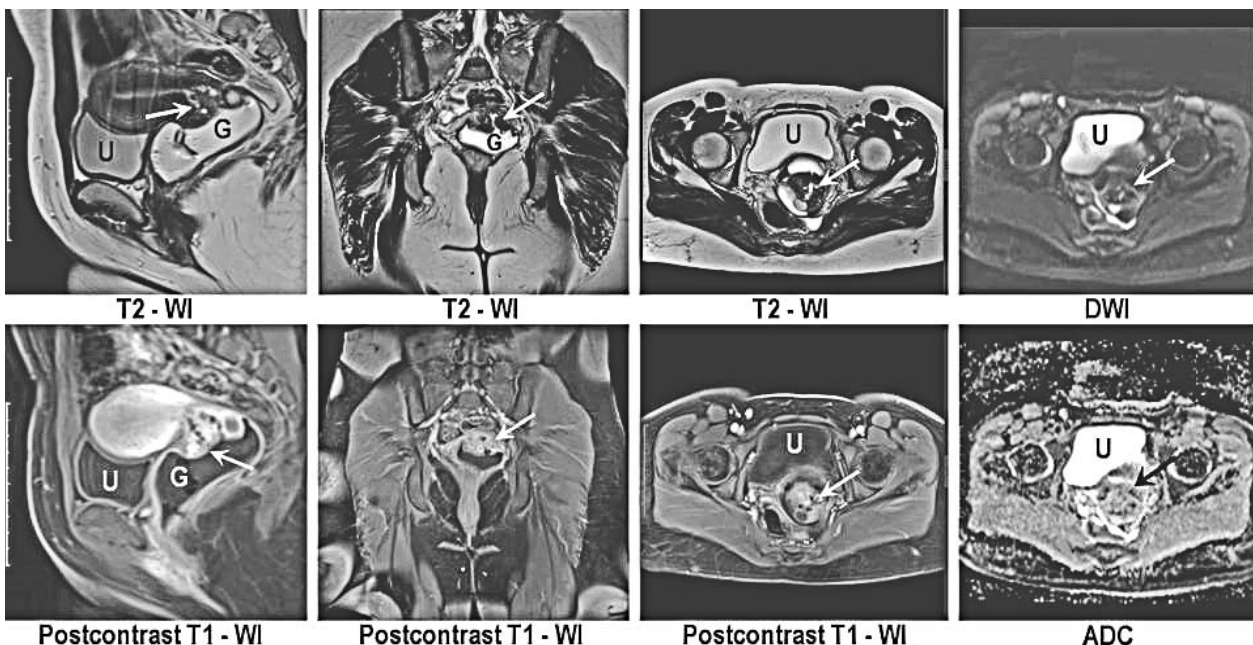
Imaginile au fost obținute la IRM 3.0 Tesla. IRM cu gel transvaginal, secțiuni axiale și sagitale în ponderație T2 cu evidențierea unei mase cervicale în hipersemnal, fără întreruperea inelului stromal (în hiposemnal) și fără extensie parametrială – stadiu IB, tratament chirurgical; G - gel în vagin pentru o mai bună delimitare a peretelui vaginal, U - vezica urinară
